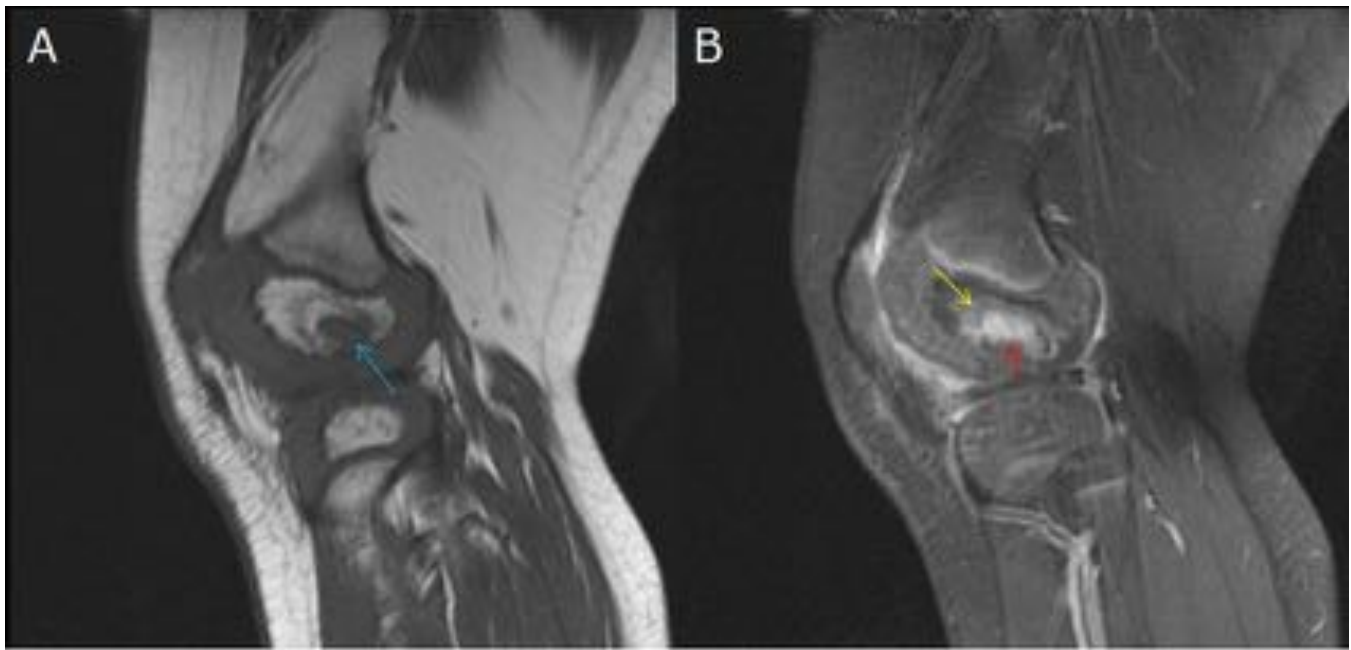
RM sagital pT1 y T1 Gd + Sat. Grasa[A y B].Cavidad ósea que erosiona cortical hasta partes blandas(cloaca)[Ver figura 20]Absceso epifisario del CFE,con neoformación ósea periférica que rellena la cavidad,(hipointenso en pT1)[Flecha azul en A] e(hiperintenso en pT2) [Ver Figura 20] con realce con contraste [Flecha roja en B] (fenómenos reparativos). Captación del halo de tejido óseo neoformado[Flecha amarilla en D]«signo de la doble línea».
